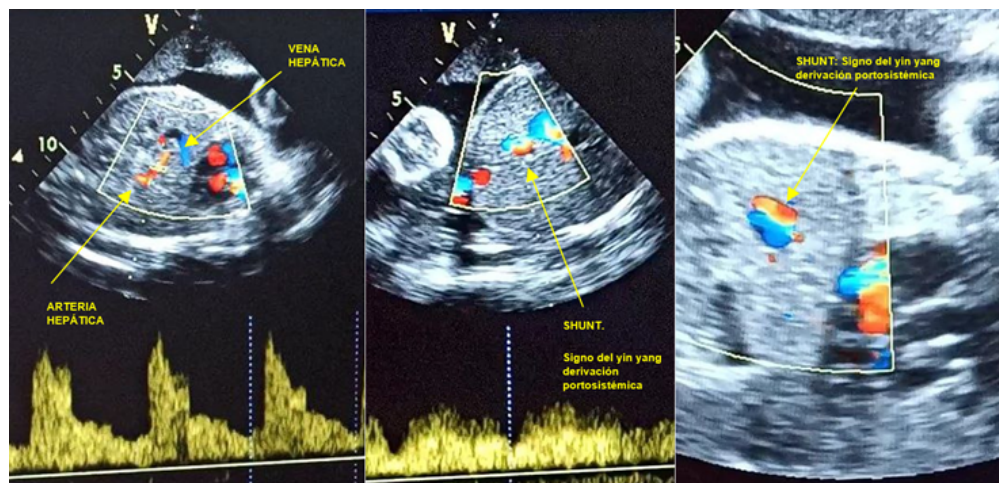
Evaluación ultrasonográfica a las 30 semanas. A. Corte sagital de abdomen fetal: *doppler* color demuestra imagen con flujo patrón espectral arterial intrahepático y vaso que impresiona dirigirse a seno venoso subdiafrágmatico. B. Corte axial y sagital de abdomen fetal demuestra el signo yin-yang indica flujo bidireccional debido a probable derivación porto sistémica
